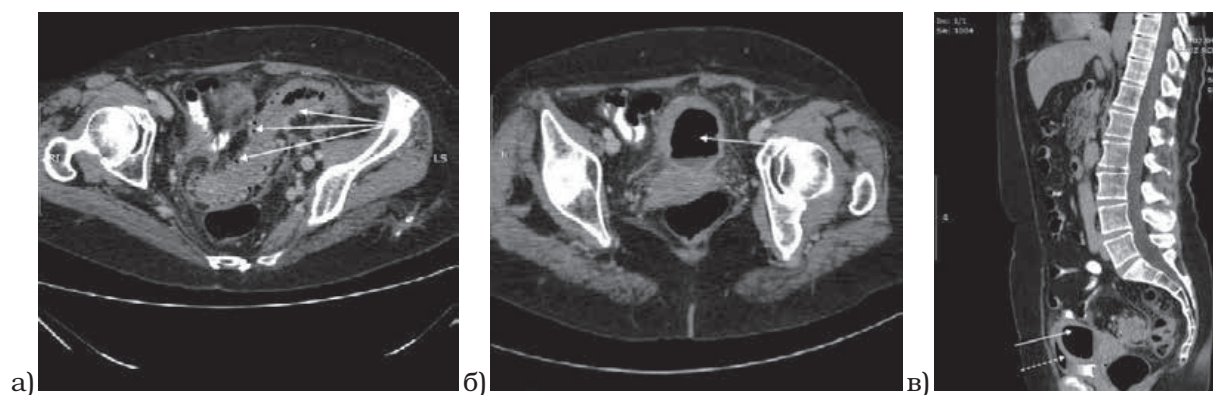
Томограммы пациентки В., 58 лет
